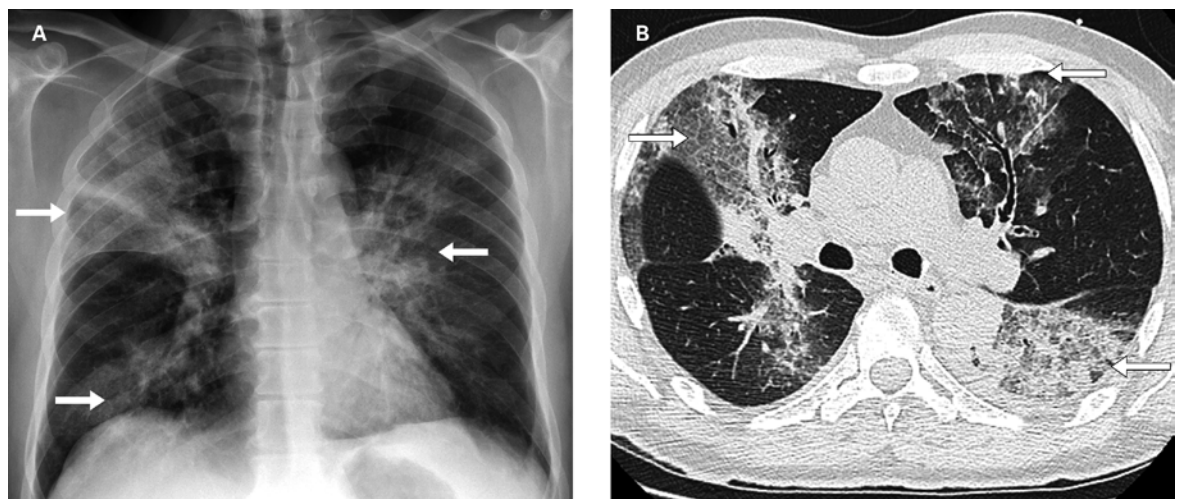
A) Radiographie du thorax: infiltrats pulmonaires bilatéraux et multilobaires; apical et basal droit, hilaire gauche. B) CT scanner du thorax: condensations pulmonaires multilobaires avec un bronchogramme aérique.
